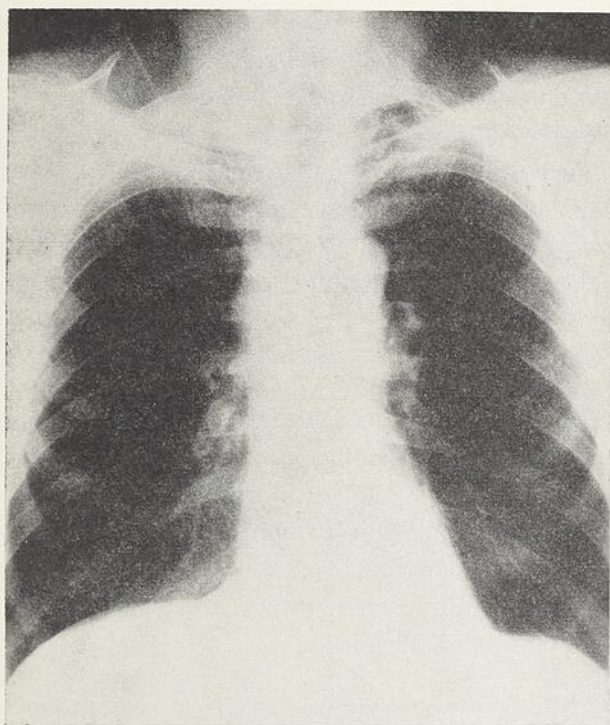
Radiographie pulmonaire (cas 4). Tumeur se projetant dans le médiastin antérieur droit.
